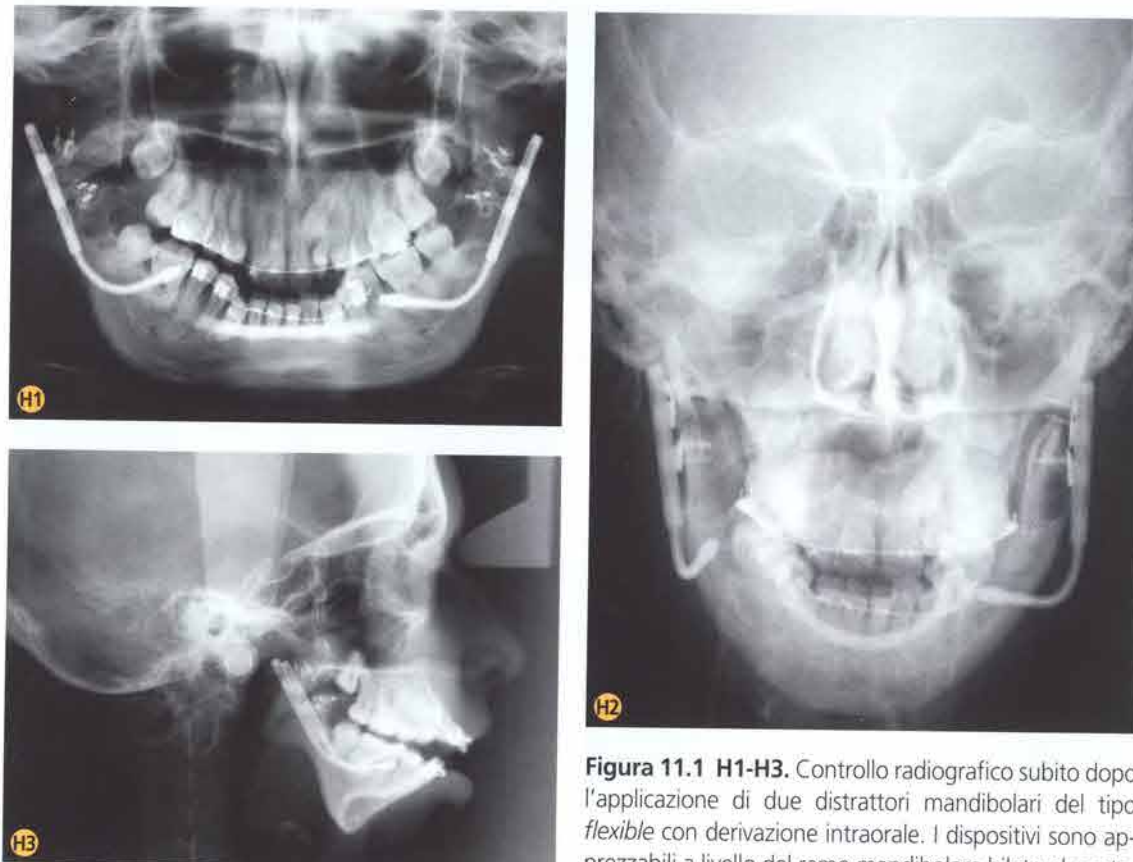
H1-H3. Controllo radiografico subito dopo l'applicazione di due distrattori mandibolari del tipo *flexible* con derivazione intraorale. I dispositivi sono apprezzabili a livello del ramo mandibolare bilateralmente.
